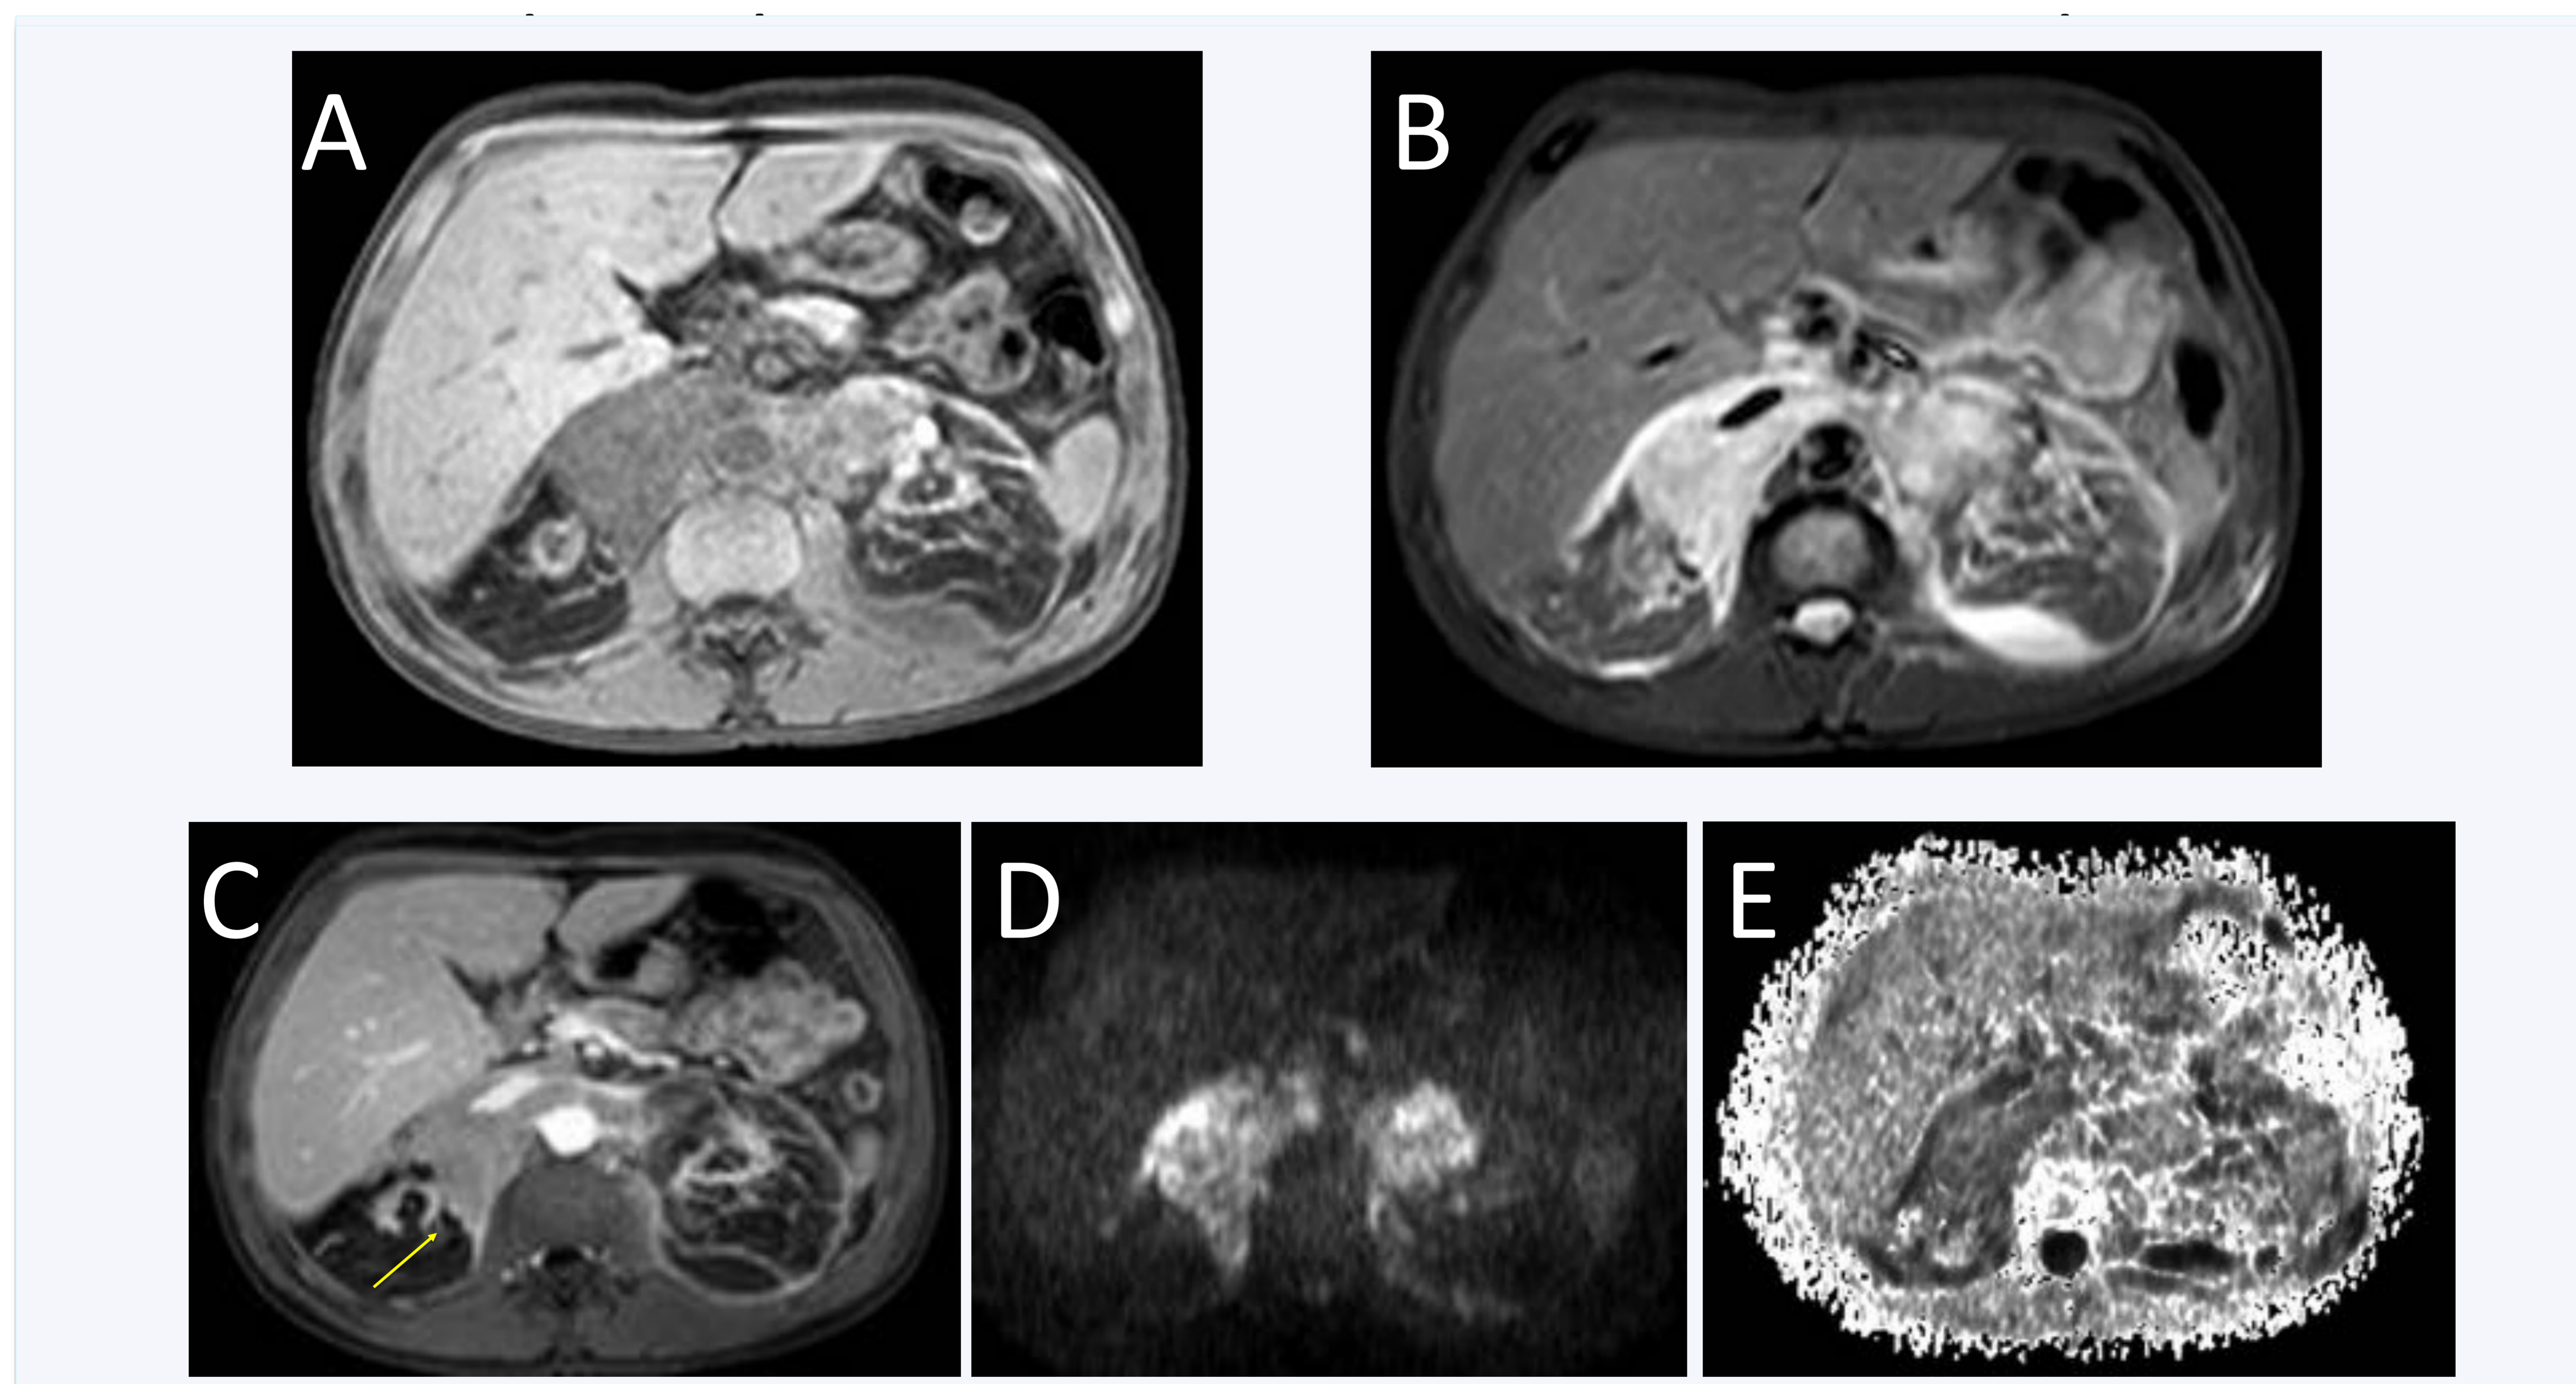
A) Imagen axial en T1 y B) Imagen en T2: se muestra una masa retroperitoneal. C) Imagen axial de RM con contraste en fase portal: la lesión muestra un realce débil y tardío, predominantemente en el lado derecho del retroperitoneo (flecha). D y E) La imagen de difusión y el mapa ADC muestran la restricción de la masa infiltrante. Se realizó una biopsia resultando positiva para carcinoma de células en anillo de sello, siendo no concluyente el análisis inmunohistoquímico. Desafortunadamente, el paciente falleció y no se llevaron a cabo más estudios.
